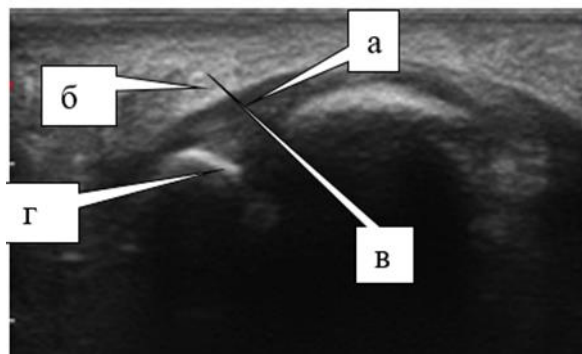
картина УЗИ справа соответствует G0: отсутствие истончения слоя волокон в структуре плантарной пластинки (а), наличие умеренных отечно-инфильтративных изменений подошвенной пластинки (б), отсутствие отечно-инфильтративных изменений оболочек сухожилия длинного сгибателя пальца (в), отсутствие дислокации основной фаланги пальца (г)
